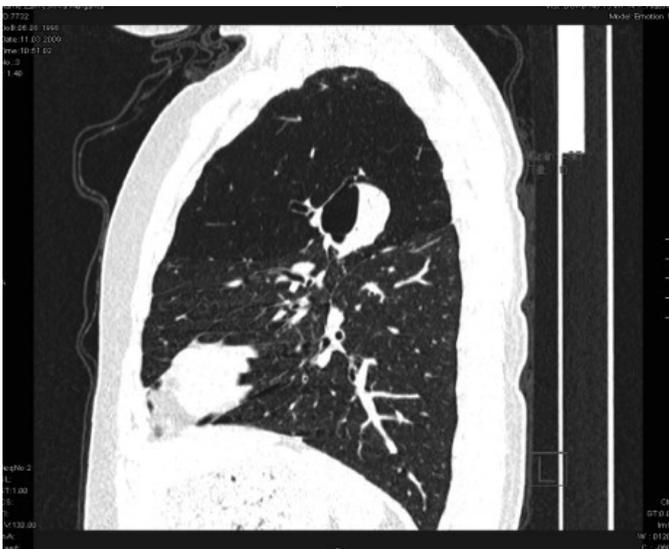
Бронхиальная атрезия, КТ ОГП МПР.
